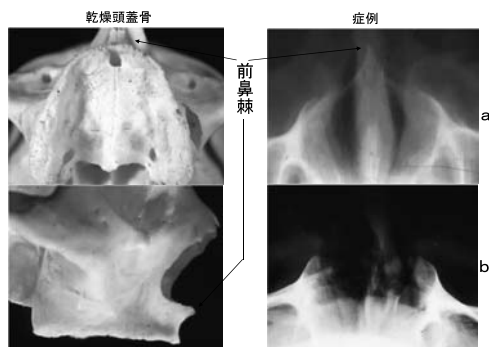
乾燥頭蓋骨標本とオクルーザルX線写真および著明な骨吸収例
